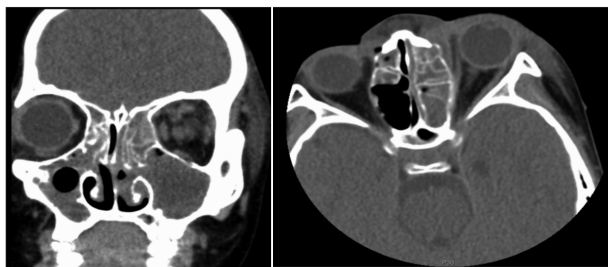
术前眼眶 CT 示:左侧眼眶、鼻部周围软组织形态密度异常,考虑感染性病变
